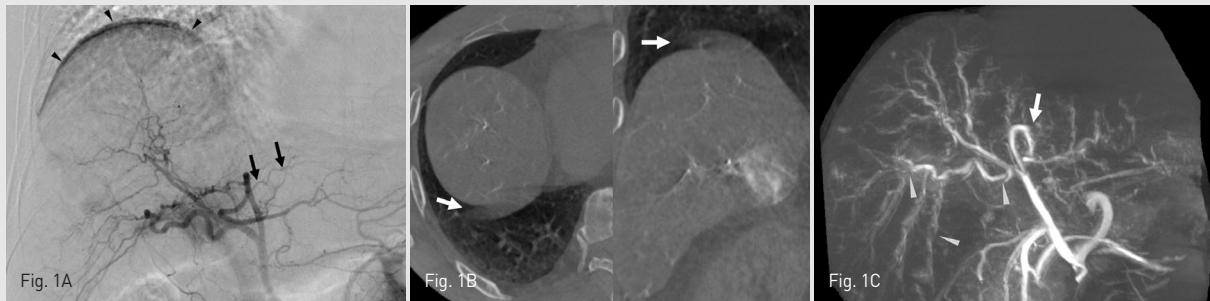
Motion artifact related to respiration. A. DSA image shows diaphragmatic motion artifact (arrowheads). However, A2 (arrows) is definitely demonstrated. B. Axial (right side) and coronal (left side) images show motion artifact of diaphragm (arrows). C. Right oblique anterior view of CBCT MIP image shows severe blurring and discontinuity of right hepatic arteries (arrowheads). Even A2 is not visualized definitively (arrow).
